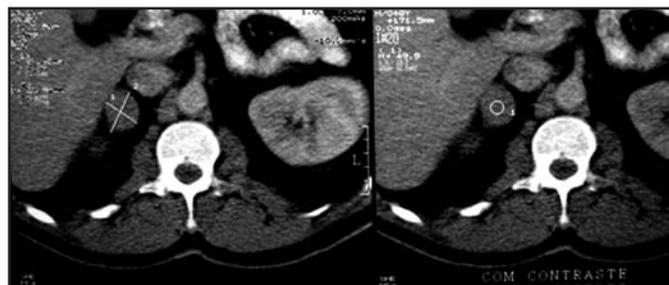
Tomografia computadorizada de abdômen evidenciando nódulo na adrenal direita compatível com adenoma.
